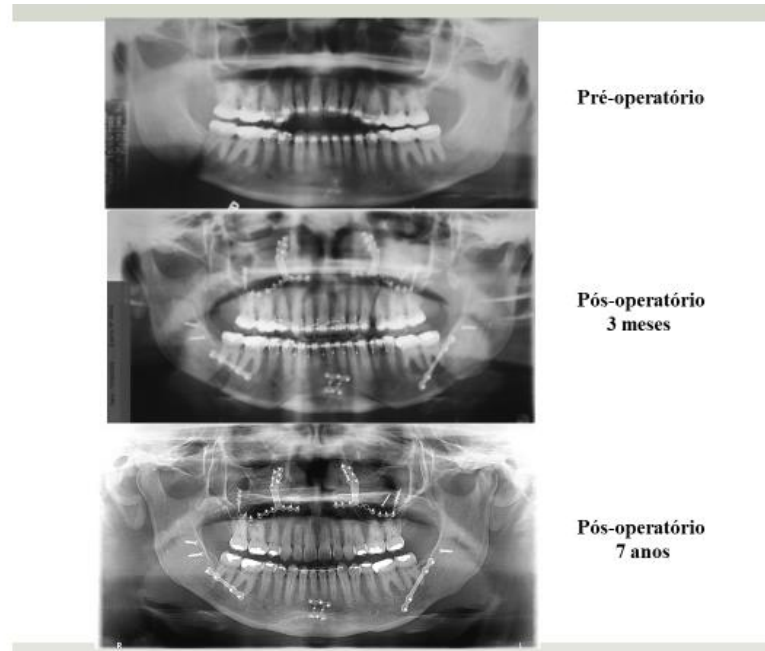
Ortopantomografia da paciente de comparação com o pré-operatório, pós-operatório de 3 meses e o pós-operatório de 7 anos. Adaptada de caso clínico cedido pelo Prof. Doutor Alessandro Costa Silva (2020)
